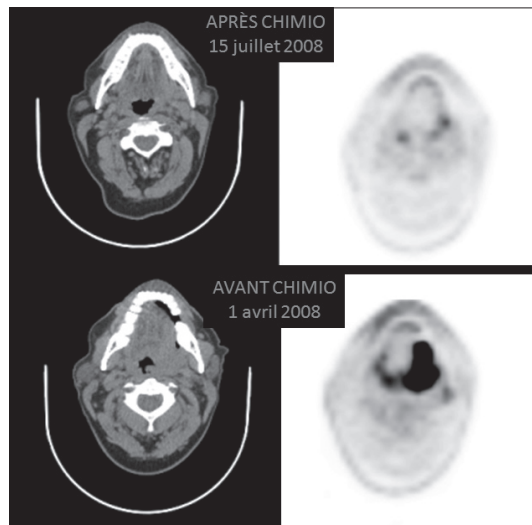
Patient présentant un carcinome épidermoïde de l'oropharynx gauche. Bonne réponse métabolique après 3 cures de TPF (SUVmax postchimio à 15 % de la valeur initiale préchimio). Absence de récurrence après un suivi de 30 mois. Les coupes axiales TDM et TEP centrées sur la tumeur après chimiothérapie sont sur la ligne du haut, celles avant chimiothérapie sur la ligne du bas.
